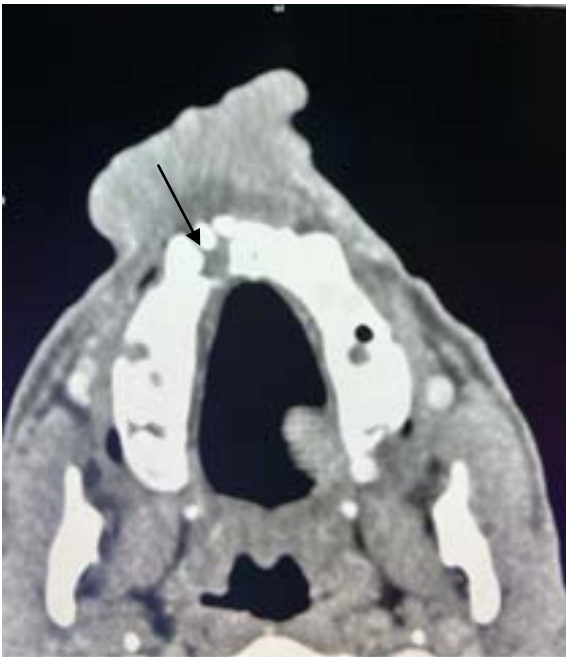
TDM faciale d'une tumeur de la lèvre supérieure chez un patient de notre série révélant une lyse du maxillaire supérieur.
